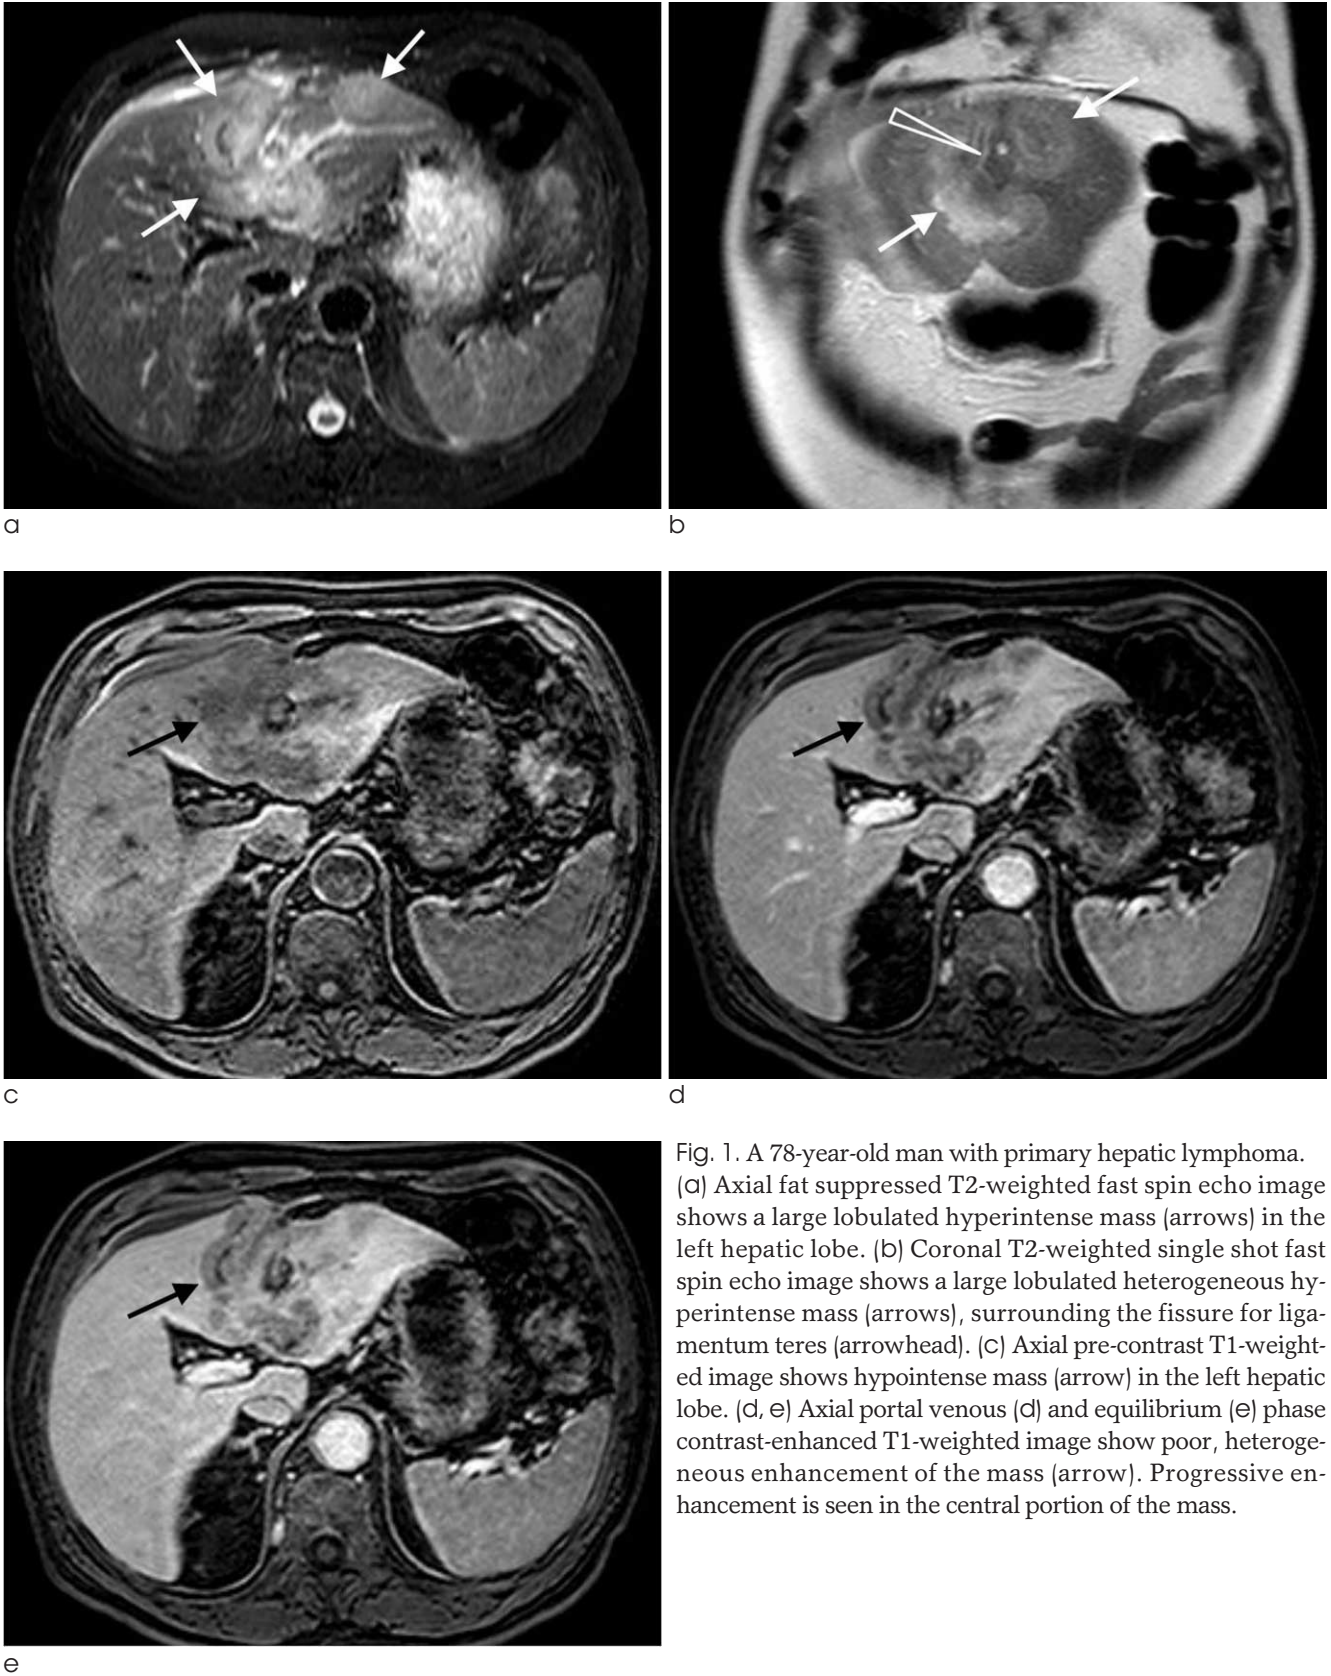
A 78-year-old man with primary hepatic lymphoma. (a) Axial fat suppressed T2-weighted fast spin echo image shows a large lobulated hyperintense mass (arrows) in the left hepatic lobe. (b) Coronal T2-weighted single shot fast spin echo image shows a large lobulated heterogeneous hyperintense mass (arrows), surrounding the fissure for ligamentum teres (arrowhead). (c) Axial pre-contrast T1-weighted image shows hypointense mass (arrow) in the left hepatic lobe. (d, e) Axial portal venous (d) and equilibrium (e) phase contrast-enhanced T1-weighted image show poor, heterogeneous enhancement of the mass (arrow). Progressive enhancement is seen in the central portion of the mass.
